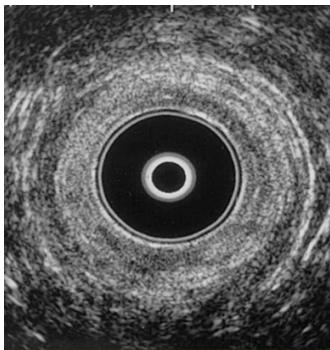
USG de región perianal
